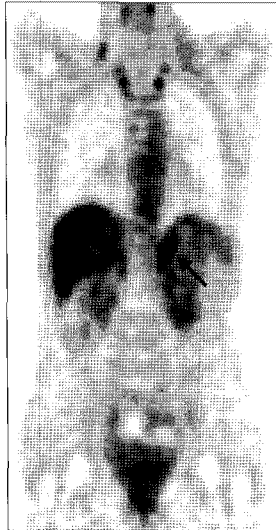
Positron emission tomographic image scanned at February 2009. Left adrenal gland (arrow) was enlarged and its metabolism was increased (maxSUV=4.7).
